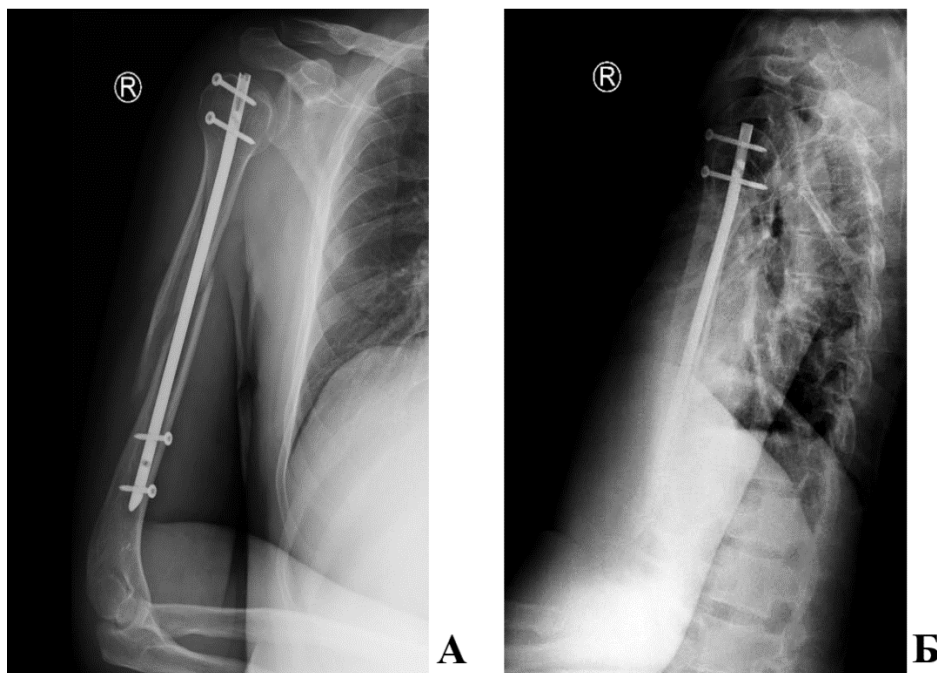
Рентгенограммы пациента В., 41 года, и/б 18935-17. А – боковая проекция, Б – прямая проекция. Остеосинтез правой плечевой кости блокируемым штифтом
